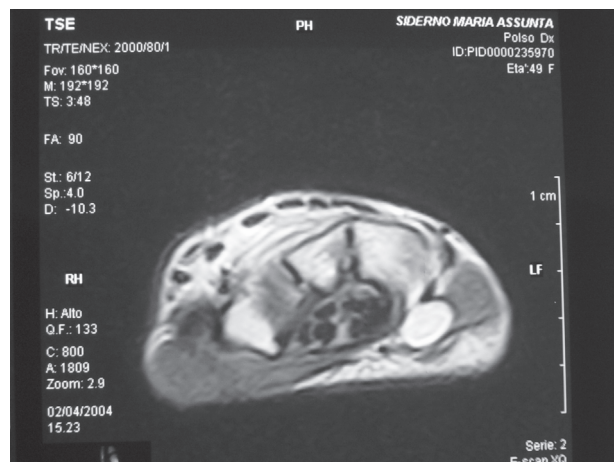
RMN: cisti artrogenica del polso sinistro.
